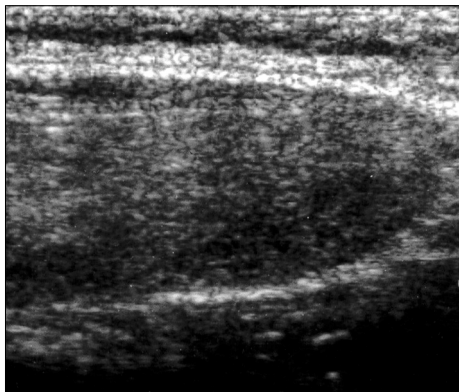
The ultrasonogram reveals coarse echogenicities all over the thyroid gland without any definite nodules.
